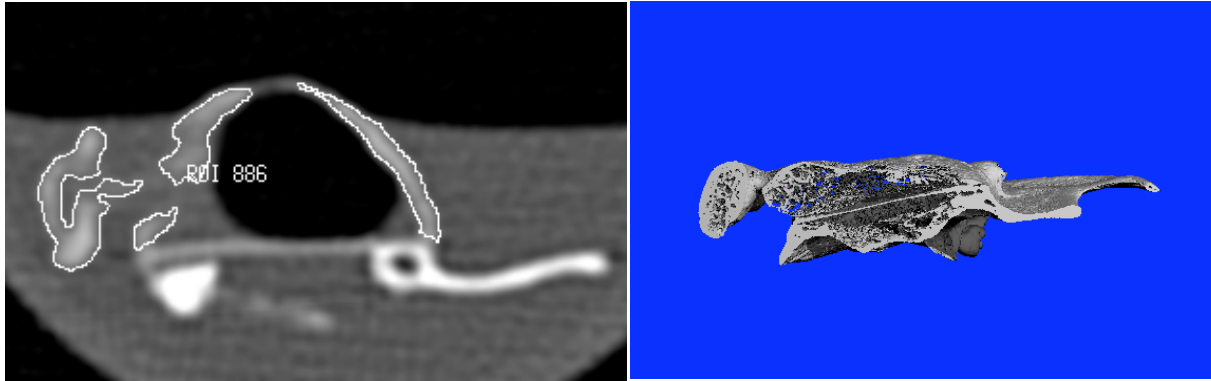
links: MSCT, rechts: μ CT: rh-BMP in coronarer Ansicht
